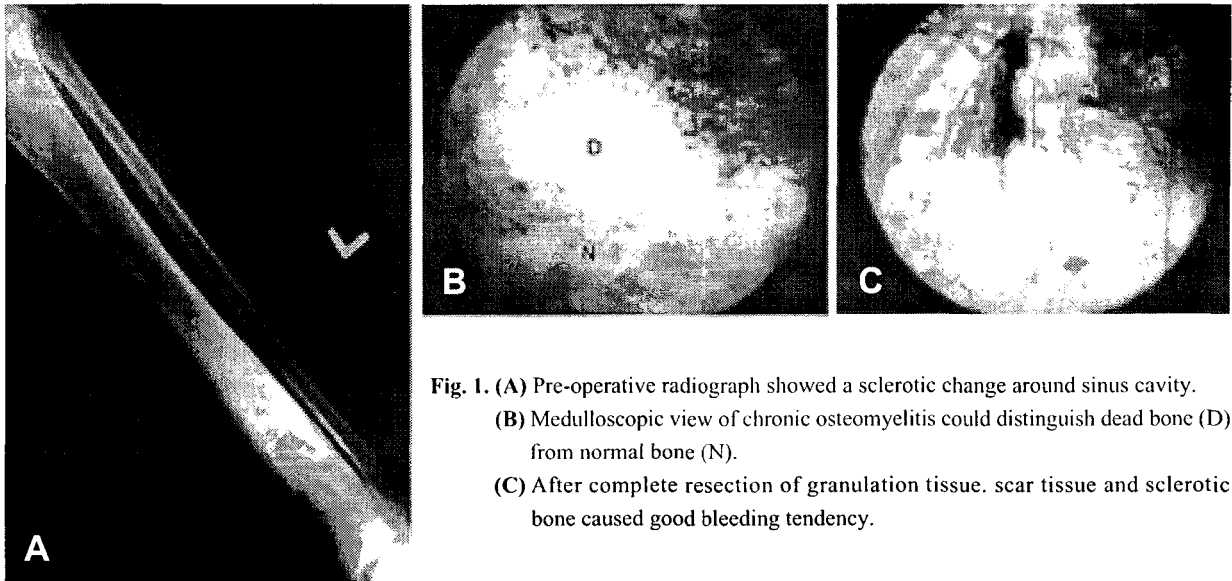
(A) Pre-operative radiograph showed a sclerotic change around sinus cavity. (B) Medulloscopic view of chronic osteomyelitis could distinguish dead bone (D) from normal bone (N). (C) After complete resection of granulation tissue, scar tissue and sclerotic bone caused good bleeding tendency.
